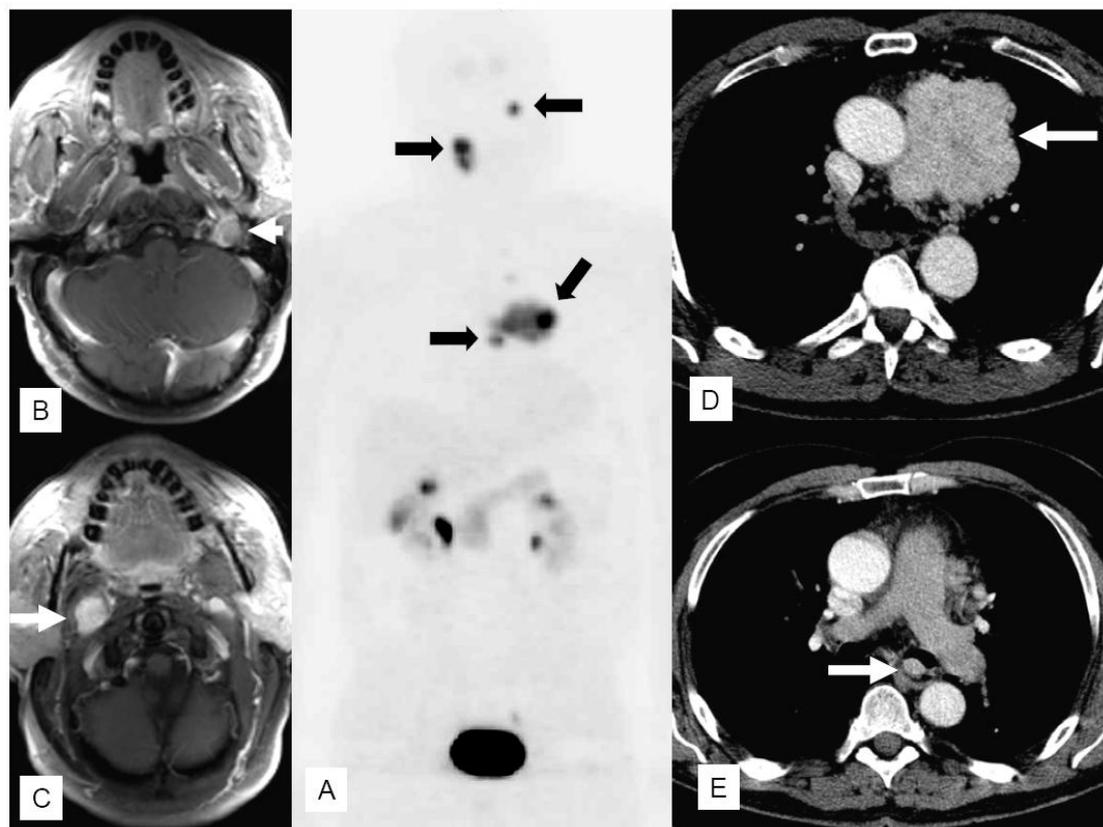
患者, 56岁, *SDHD*基因突变。A: [^{18}F] DOPA-PET显示双侧血管球瘤(顶部两个箭头)和两个纵隔嗜铬细胞瘤(底部两个箭头)。B和C: 血管球瘤(A顶部两个箭头)。D和E: 纵隔嗜铬细胞瘤(A底部两个箭头)。A: 前面图。B-E: 水平图。MRI。图片来源于Reisch N 等2009年在Der Internist 发表的论文, 并获得了出版者的同意(详见参考文献)。
